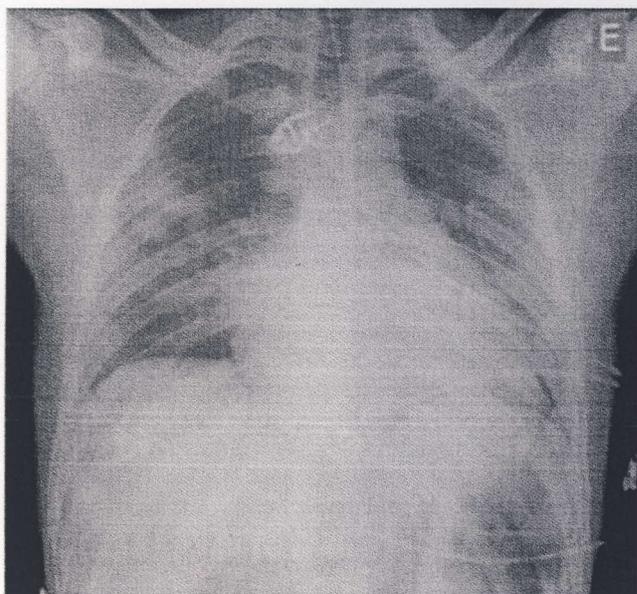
Radiografia do tórax AP efectuada em decúbito dorsal a 30°, logo após a instalação do quadro de edema pulmonar agudo.
